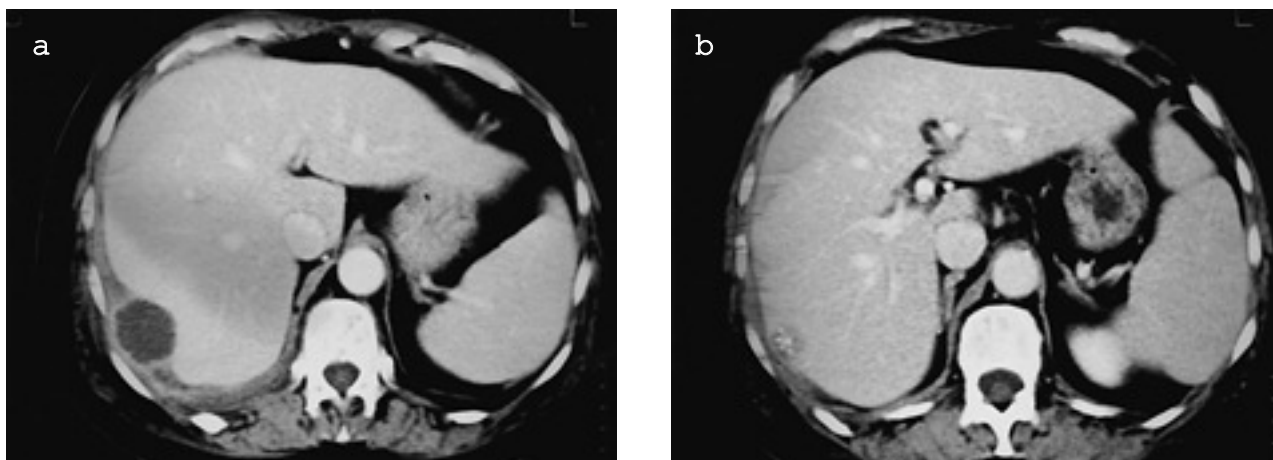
a) Tomografía axial computarizada abdominal. Se aprecia una colección retrohepática. b) En un corte inferior se objetivan calcificaciones en el interior de la colección retrohepática.
